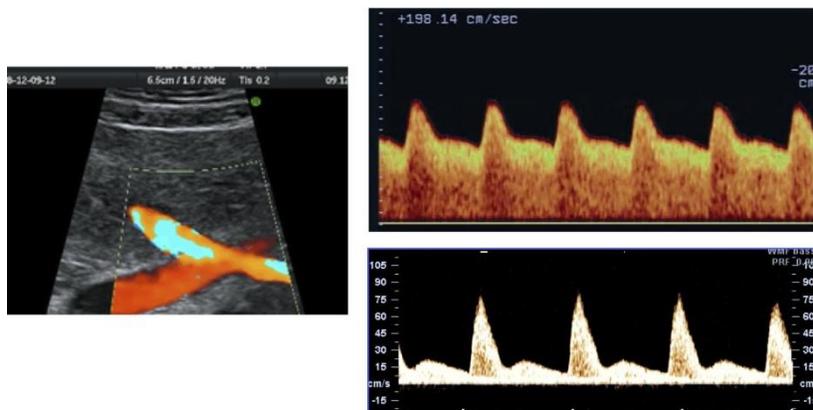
Doppler de arterias uterinas.
